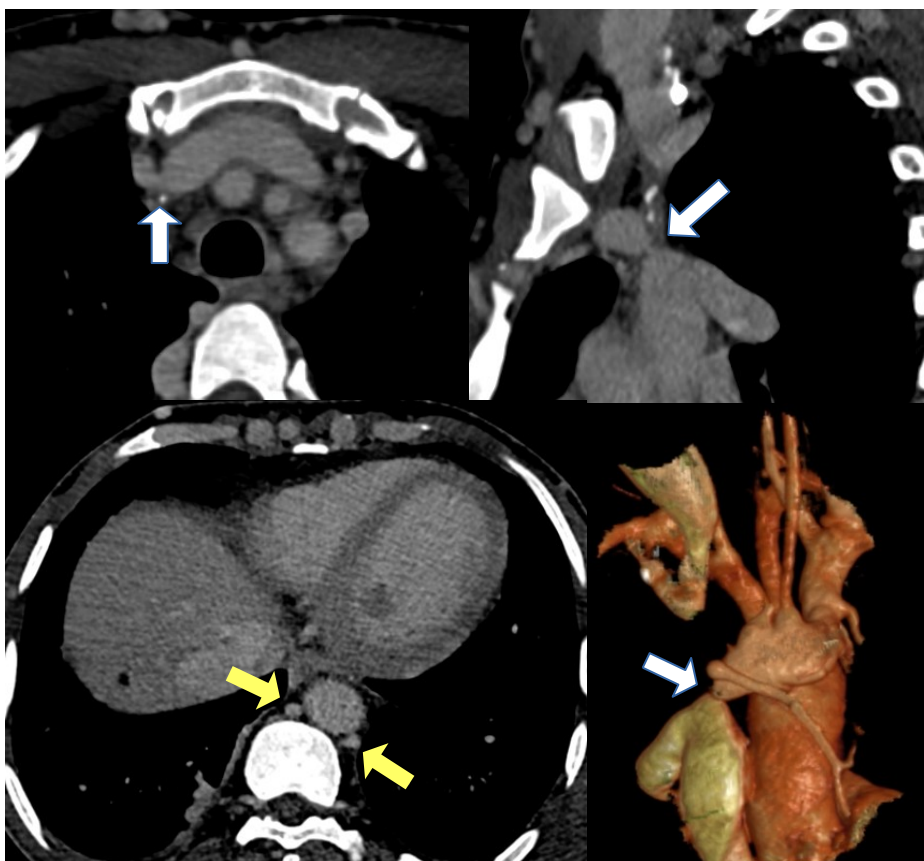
Tomografia computerizzata preoperatoria con mezzo di contrasto che dimostra la presenza di una stenosi alla giunzione brachiocefalica (freccie bianche) e l'ipertrofia dei circoli venosi collaterali delle vene azygos ed emiazygos (in basso a sinistra, frecce gialle). U.O.C. Chirurgia Vascolare ed Endovascolare di Padova.
